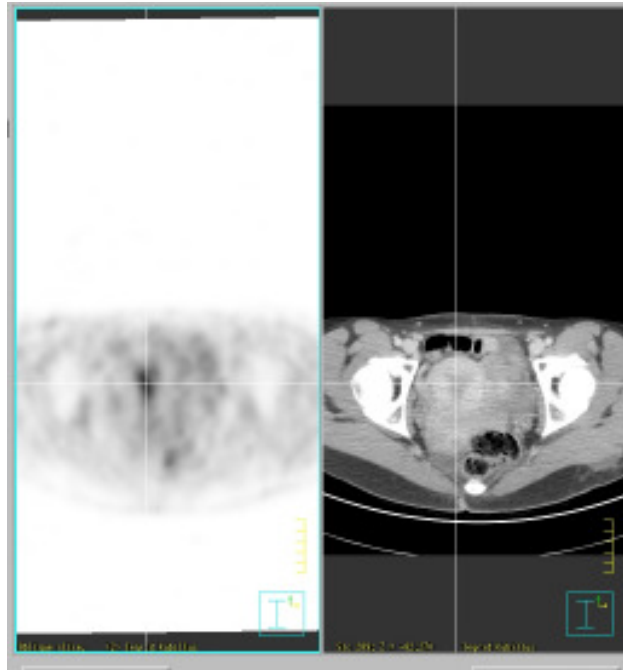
„Benigne“ FDG-Speicherung im rechten Endometrium, mit PET/CT untersucht
